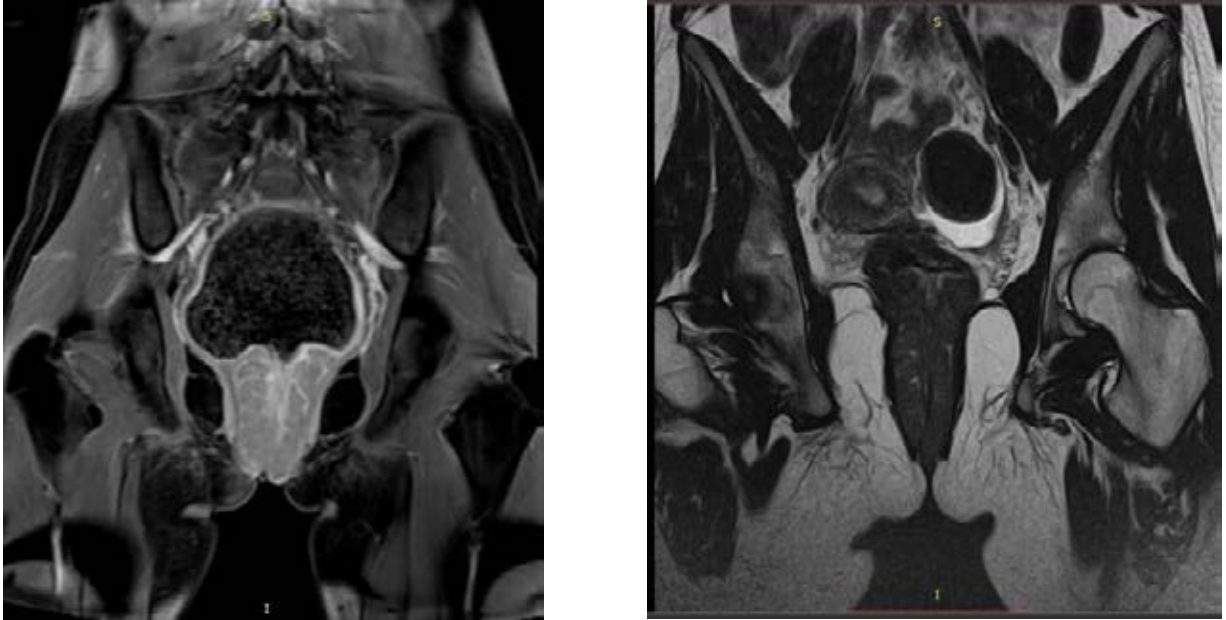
КТ пациентки П, 16 лет, внутривеночная опухоль прямой кишки
